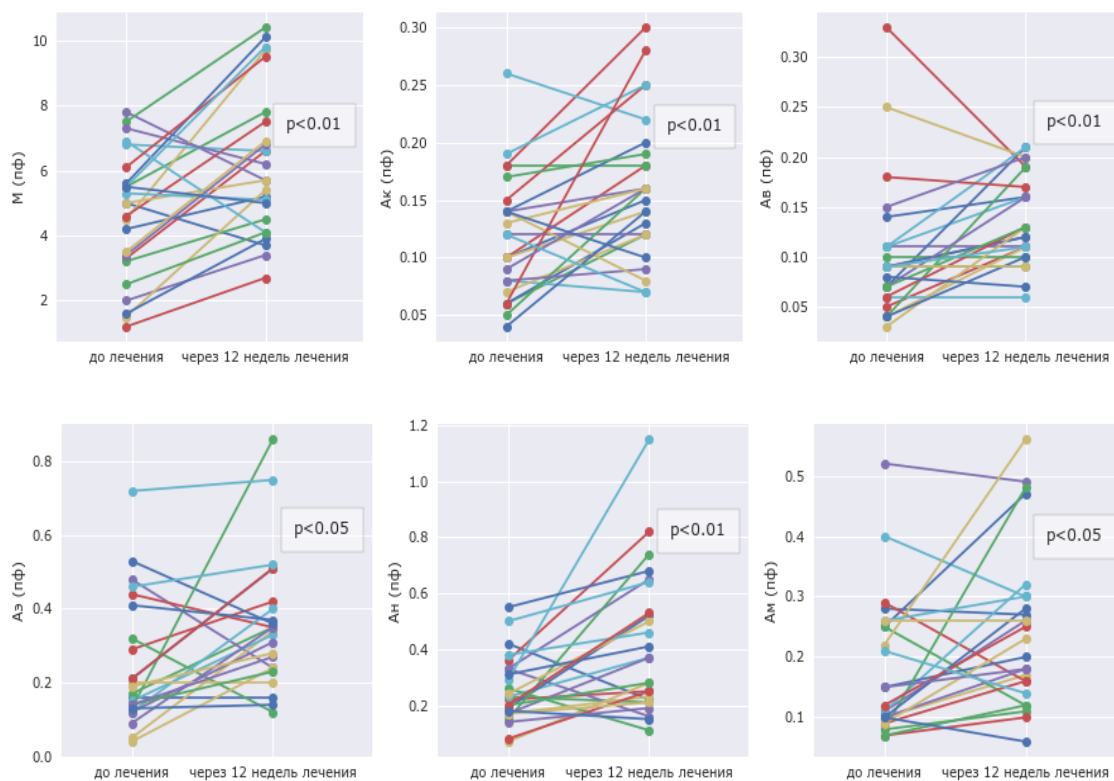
Индивидуальные изменения уровня базальной перфузии и функциональной активности «пассивных» и «активных» механизмов модуляции кровотока по данным ЛДФ кожи на фоне лечения розувастатином (n = 25)
